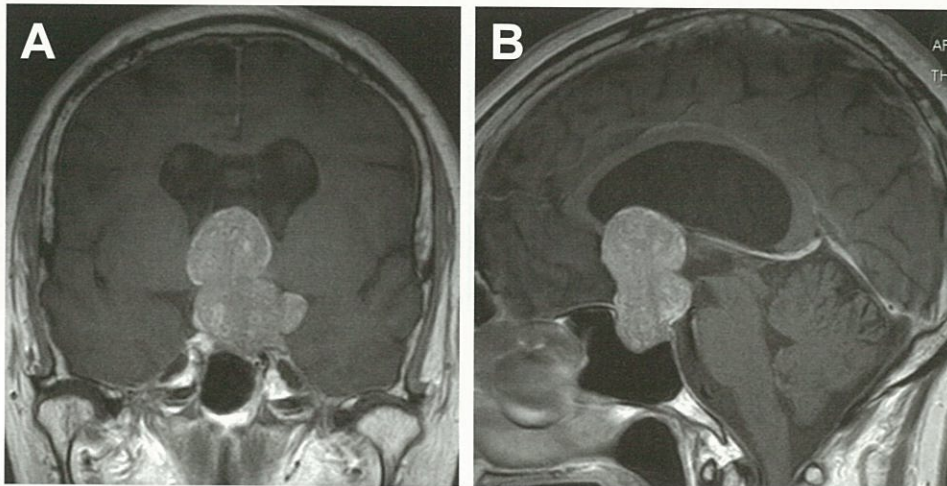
術前MRI A: 冠状断像、B: 矢状断像
